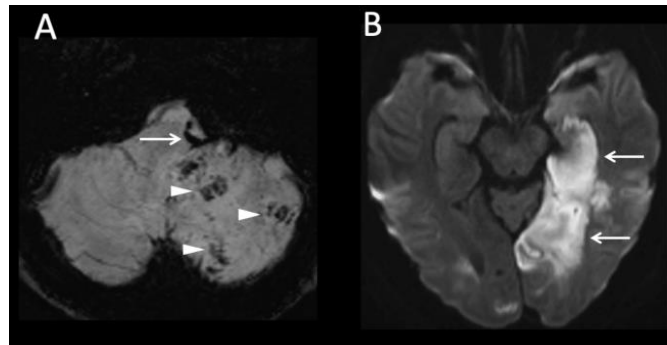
A: RMN axial potenciada en susceptibilidad magnética en la que se observa un trombo en la arteria vertebral intradural izquierda (flecha) e infarto agudo en la región de la arteria cerebelar postero-inferior izquierda con transformación hemorrágica petequiral (triángulo). B: RMN hecha unos días después en la que se muestra infarto agudo en territorio de la arteria cerebral posterior incluyendo tálamo, lóbulo occipital y temporal (flechas blancas) (Beyrouti et al., 2020).
